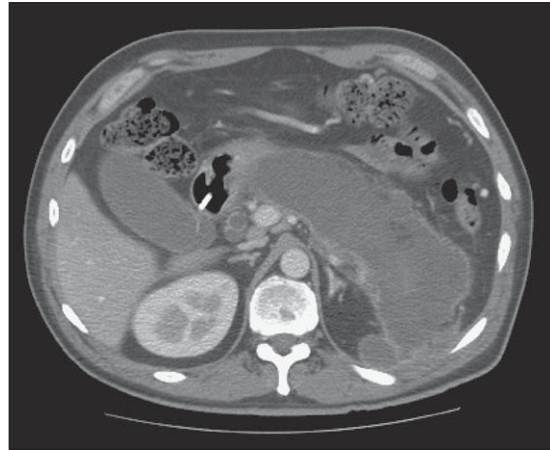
TC de abdomen y pelvis pre-operatorio del mismo paciente de Figura 3. Se observa una gran colección peripancreática.
